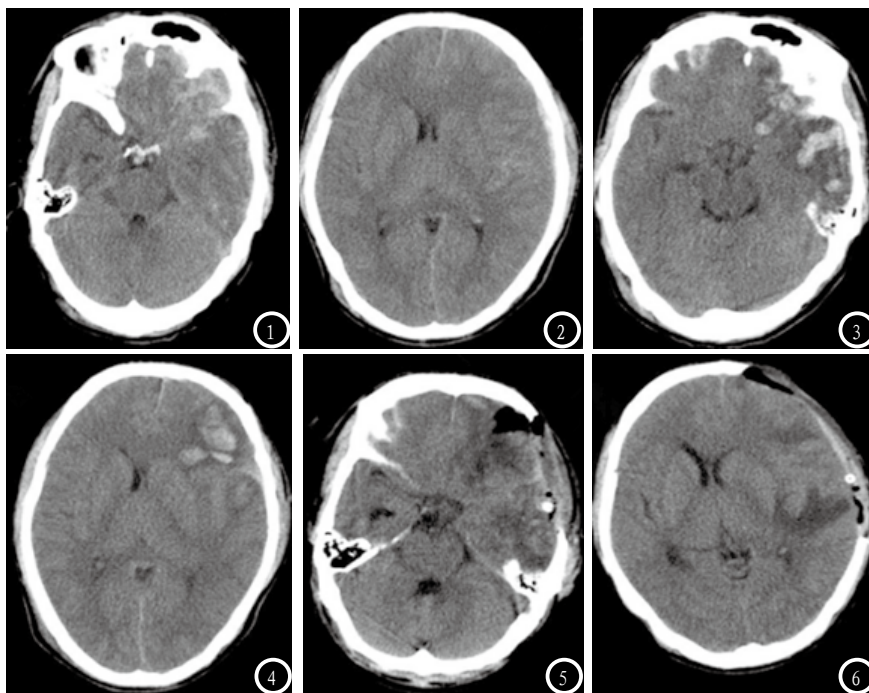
第1天头颅CT示患者左侧额颞叶脑挫裂伤并脑出血,左侧额叶硬膜外血肿,中线结构向右侧偏移,左侧侧脑室受压。图3-4 第2天复查头颅CT示患者左侧额颞叶脑挫裂伤及脑出血面积较前明显扩大,左侧额叶硬膜外血肿以基本吸收,中线结构向右侧移位,左侧侧脑室受压较前明显加重。图5-6 第9天复查头颅CT示:患者经手术治疗后左侧额颞叶脑出血已基本清除,左侧额颞叶密度不均,其内可见积气,左侧额叶可见高密度引流管影,中线结构稍向右侧移位,左侧侧脑室示左侧额颞叶颅骨缺损。
